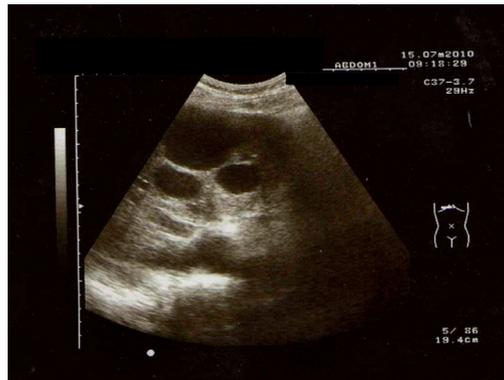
Quistes hepáticos. Ecografía.
